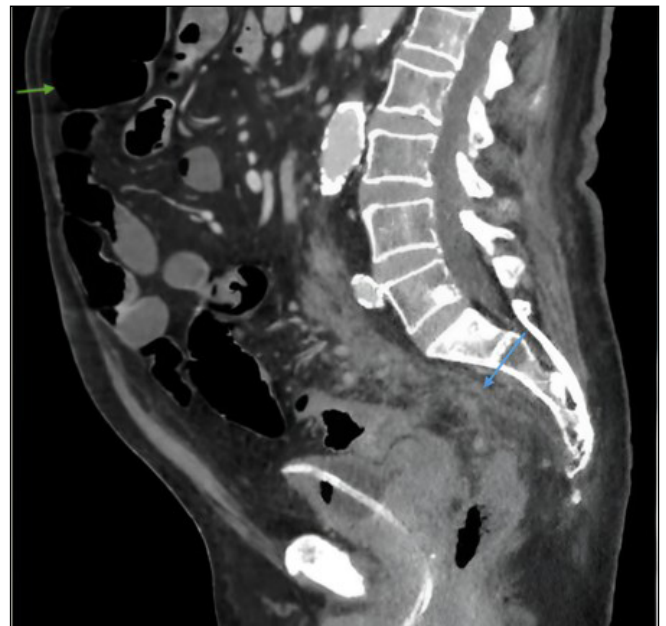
TAC abdominal con contraste: fibrosis retroperitoneal (flecha azul) y estenosis rectal con dilatación retrógrada del colon y del intestino delgado (flecha verde).
